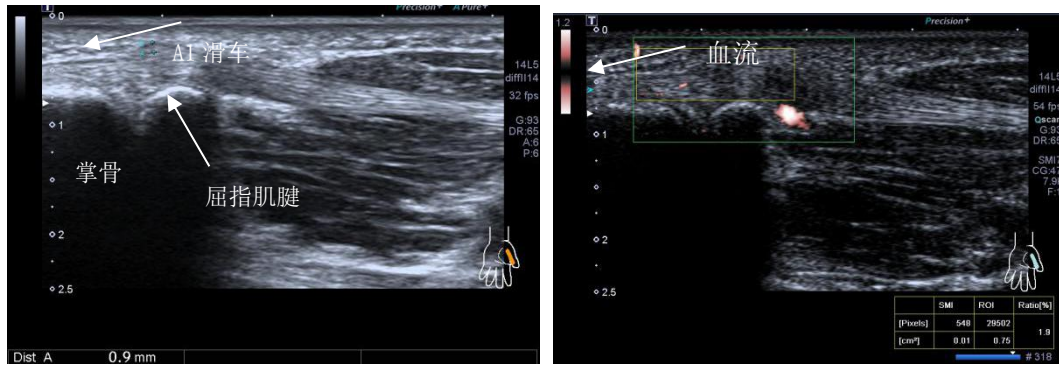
屈指肌腱腱鞘炎早期超声表现。A 图 A1 滑轮增厚为 0.9mm，回声减低；B 图腱鞘有血流，血管指数 1.9
